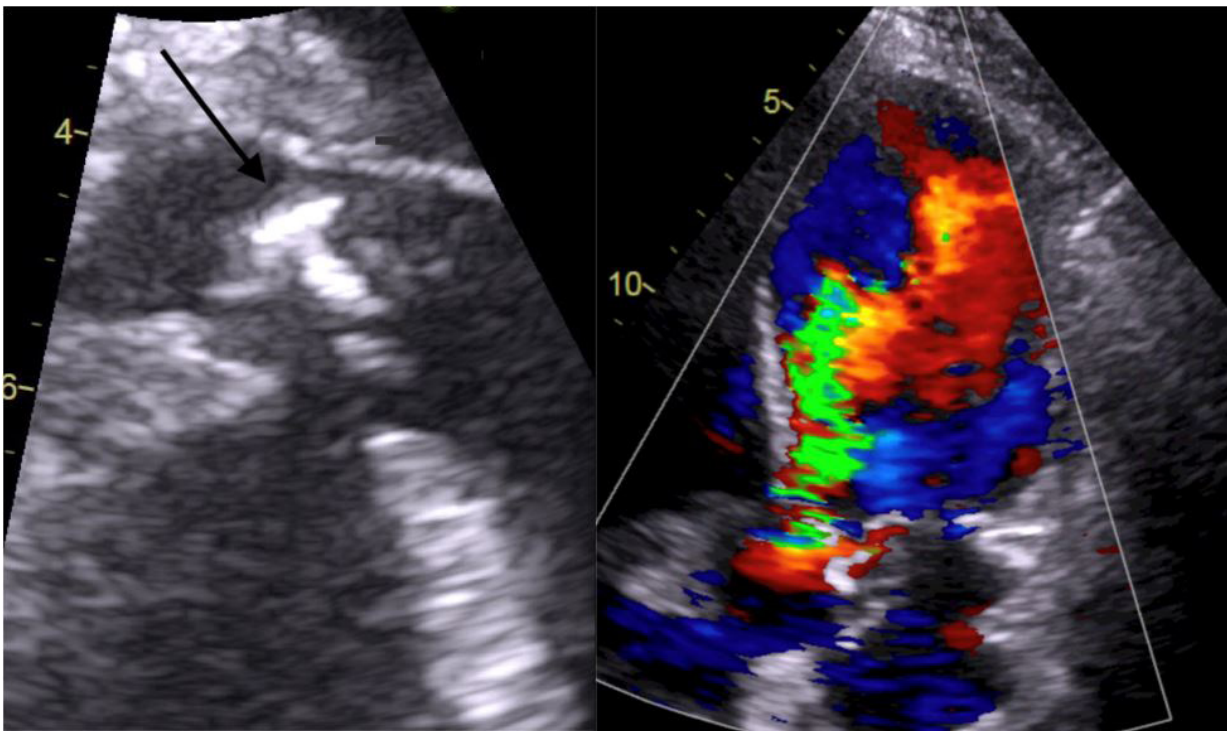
Ecocardiograma transtorácico (eje paraesternal largo) donde se objetiva una imagen redondeada de movilidad errática a nivel de velo posterior de válvula aórtica bicúspide que prolapsa en la cavidad de ventrículo izquierdo durante la diástole (señalada con flecha a la izquierda), provocando una insuficiencia aórtica severa (modo Doppler color con área de jet regurgitante a la derecha).
